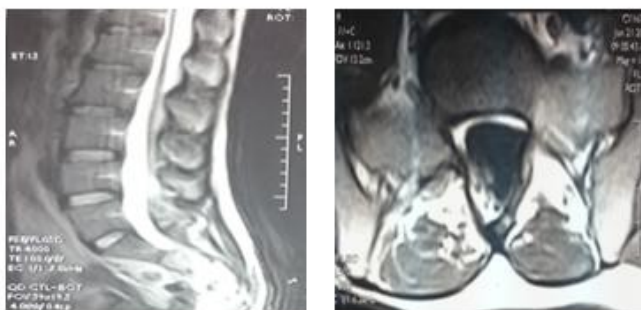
Preoperative axial and sagittal T2-weighted lumbar MR images of the patient demonstrating a fatty filum and low-lying conus at the L5 S1 level
